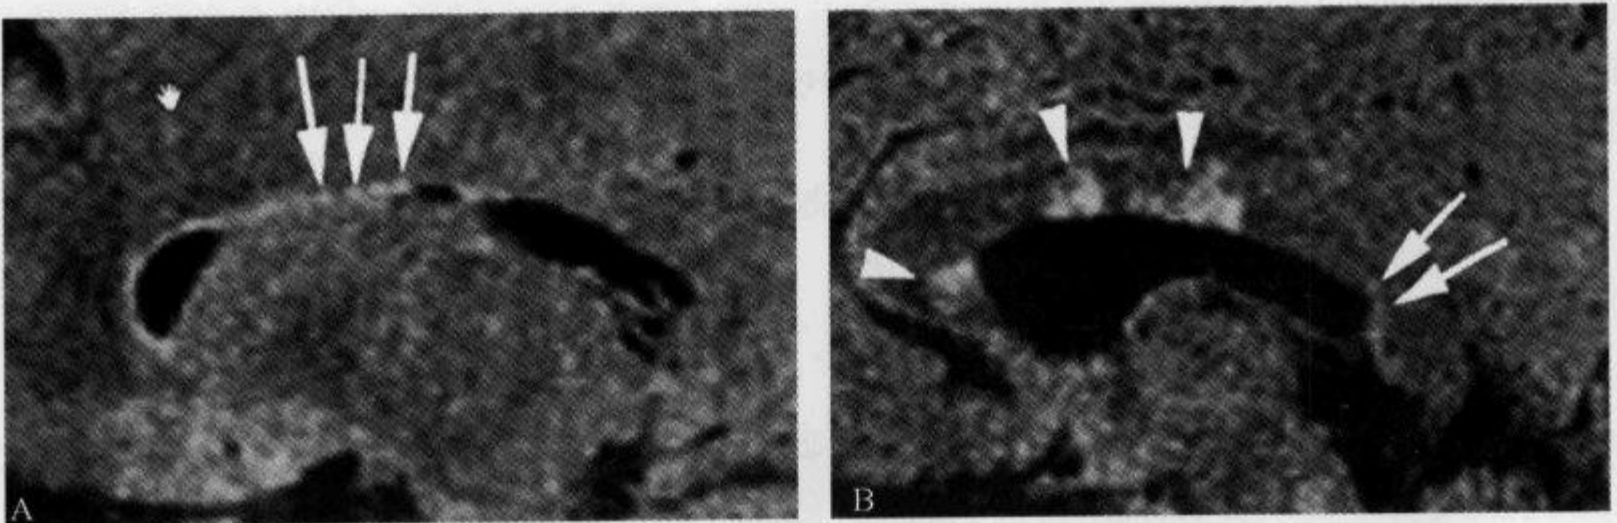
1 例复发 MS 患者的矢状位 FLAIR 像(TR/TE/TI:8800/130/2200)示“点划线征”
